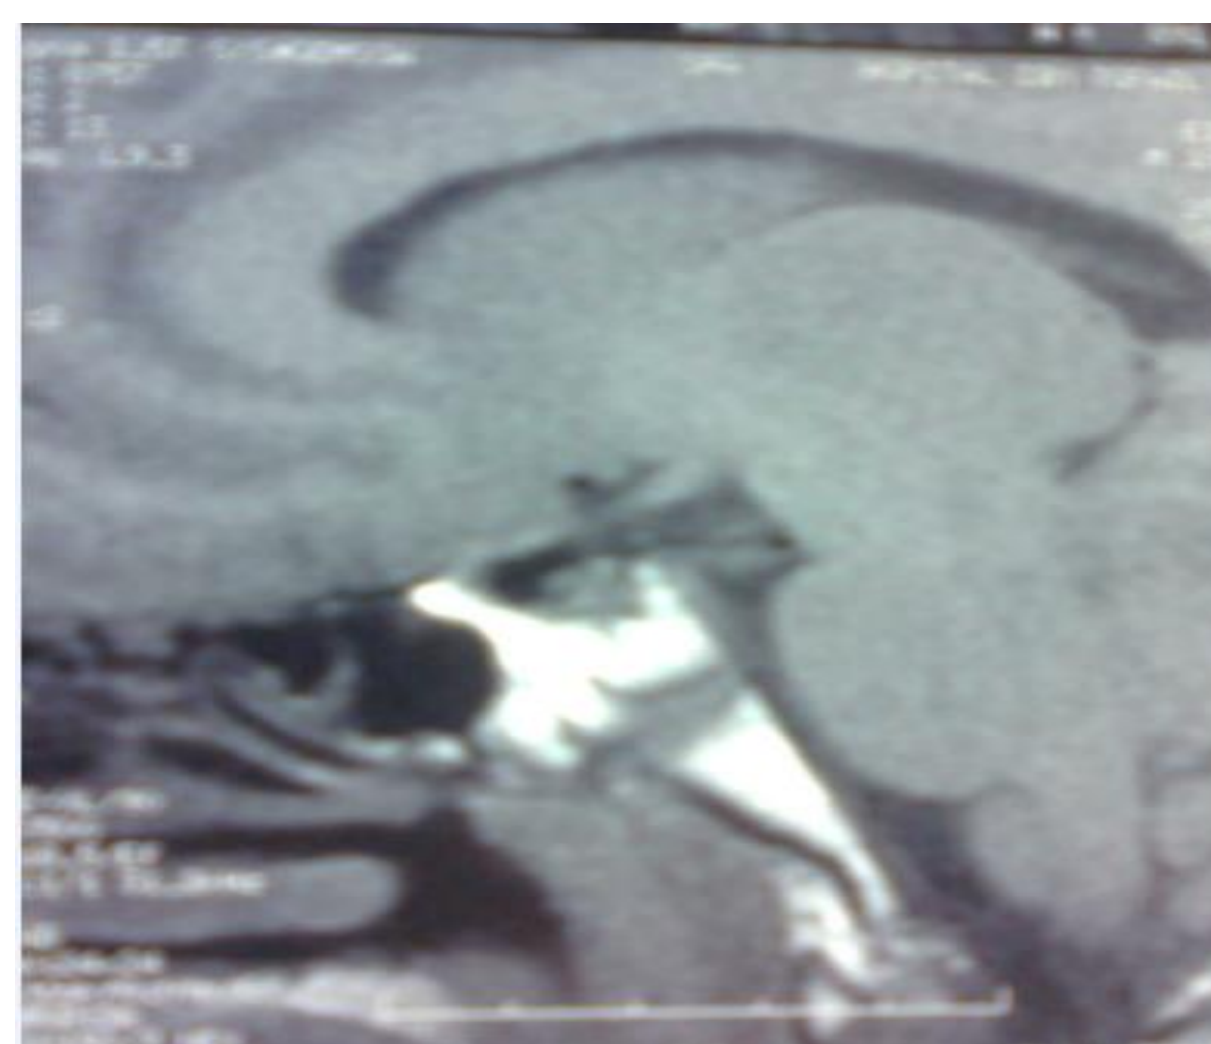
IRM hypophysaire en séquence T1 aspect atrophique de la glande hypophysaire.
